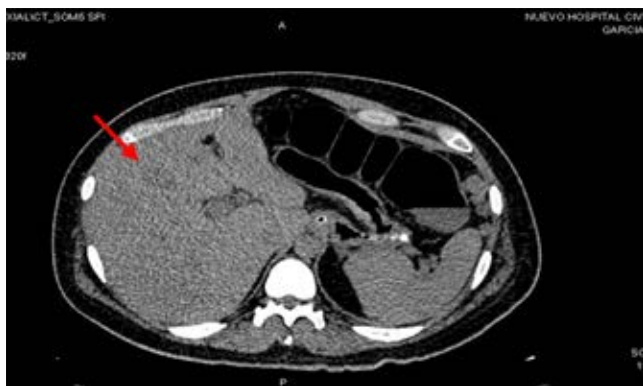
Tomografía axial computarizada abdomen se observa lesión metastásica hepática.
